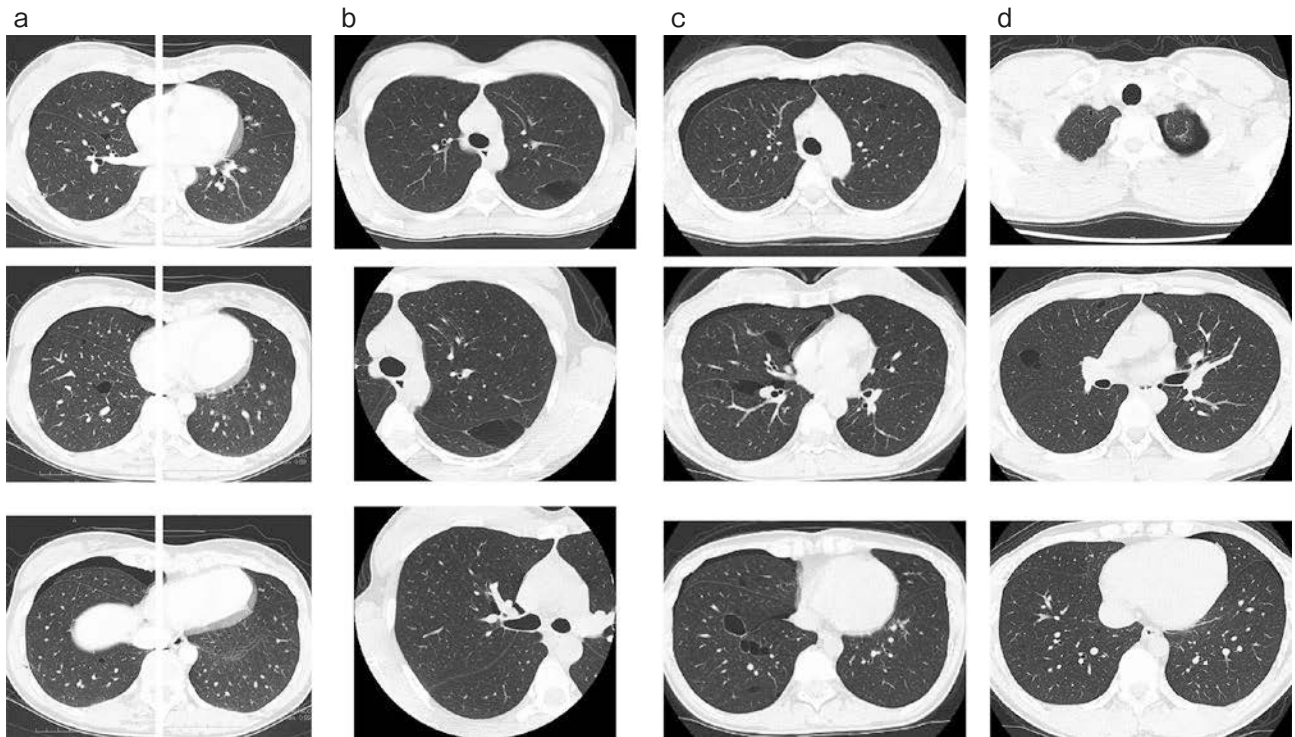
Chest CT findings. (a) Case 1. CT scan on first visit revealed multiple lung cysts with thin walls, predominantly in the middle and lower lobes. A pneumothorax was observed in the right lung. (b) Case 2. CT scan at diagnosis showed bilateral lung cysts. (c) Case 3. CT scan at diagnosis revealed bilateral lung cysts, mainly located in the lower lobes, toward the mediastinum. A right pneumothorax was observed. (d) Case 4. CT scan on first visit revealed bilateral lung cysts and a bulla at the apex of the left lung. Mild pneumothorax was observed in the left lung.
